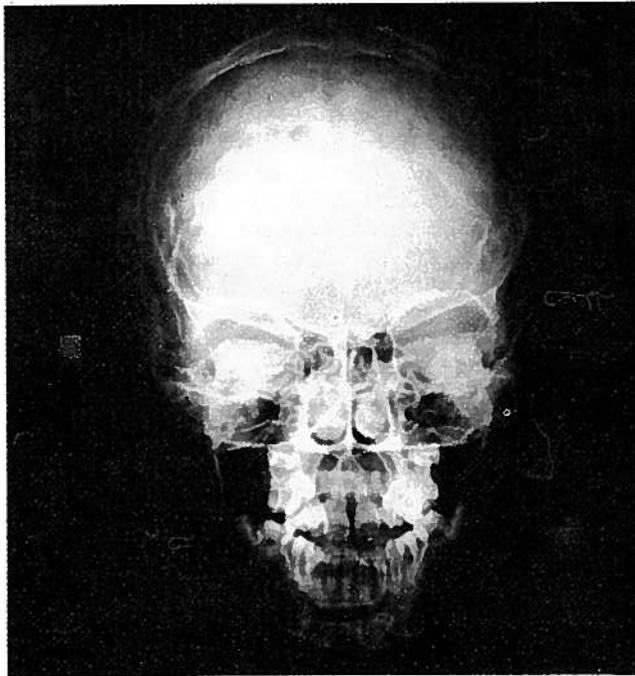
Radiografia do crânio (postero-anterior)
